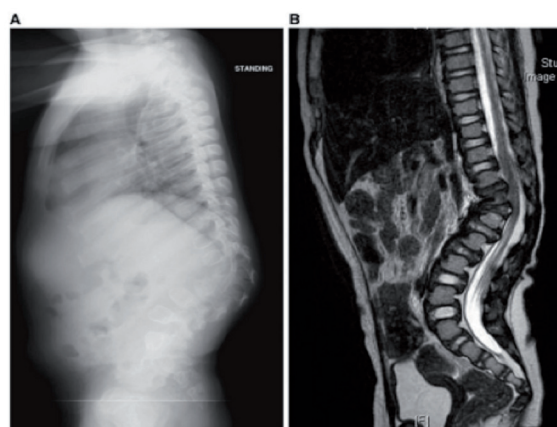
Cifosis toracolombar en una niña de 8 años con MPS I (Hurler). (A) La radiografía lateral muestra una cuña anterior con retrolistesis en las vértebras de vértice y (B) En MRI se observa hernia anterior de los discos intervertebrales en la unión toracolombar¹⁷.
